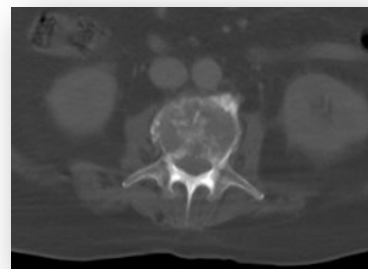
Tomografía axial computada a bajas dosis (corte axial): Se evidencian lesiones líticas a nivel de cuerpo vertebral de L1
